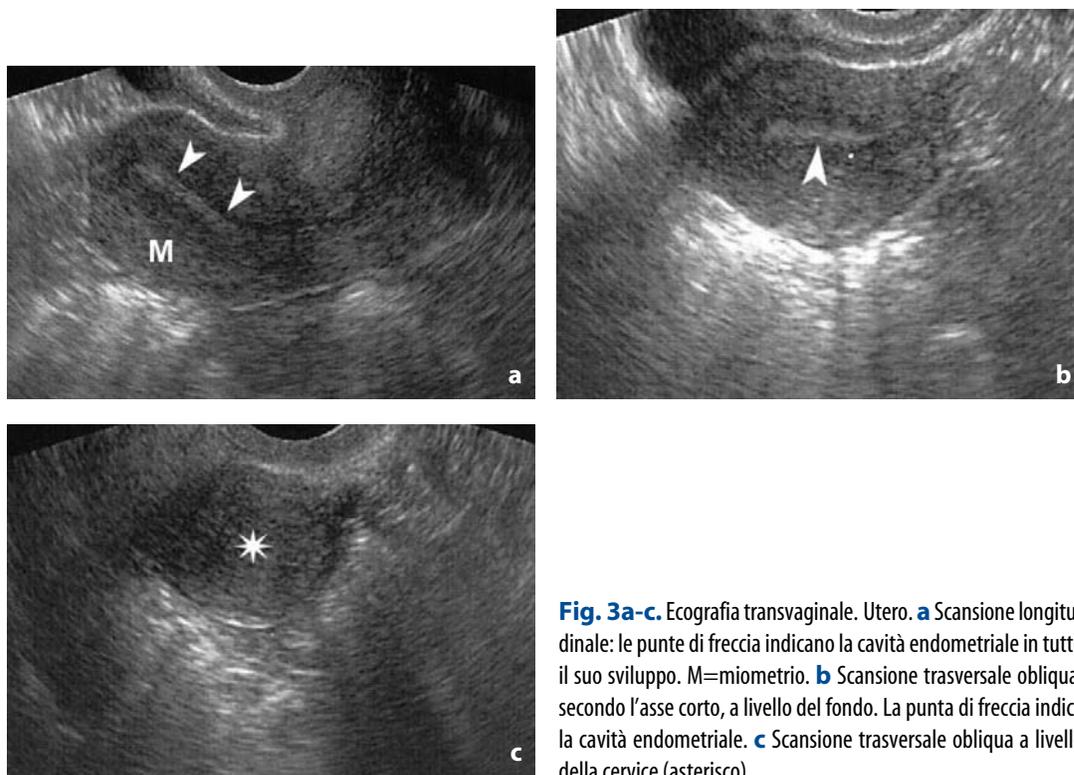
Ecografia transvaginale. Utero. a Scansione longitudinale: le punte di freccia indicano la cavità endometriale in tutto il suo sviluppo. M=miometrio. b Scansione trasversale obliqua, secondo l'asse corto, a livello del fondo. La punta di freccia indica la cavità endometriale. c Scansione trasversale obliqua a livello della cervice (asterisco)
